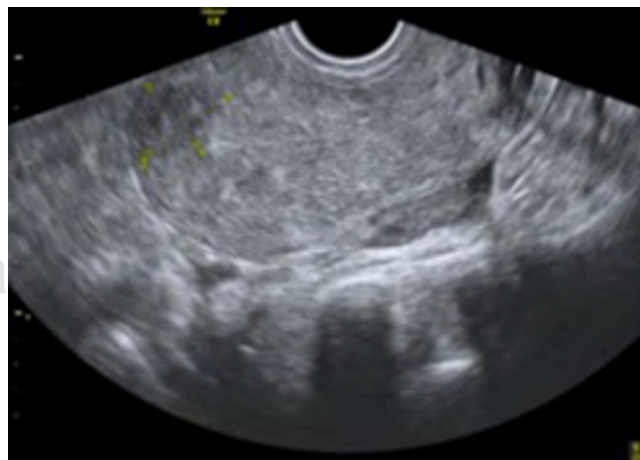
Ultrasonido endovaginal con ecogenidad heterogénea a expensas de miomas de medianas dimensiones.
